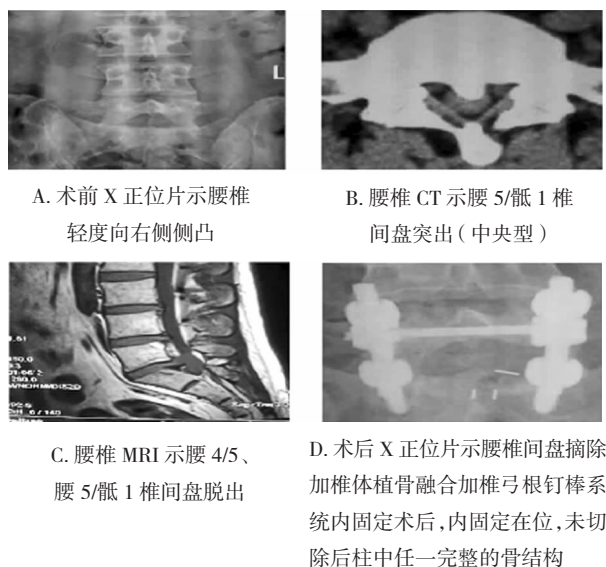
巨大型中央型腰椎间盘突出症患者术前 X 片、CT、MRI 及术后 X 片表现
